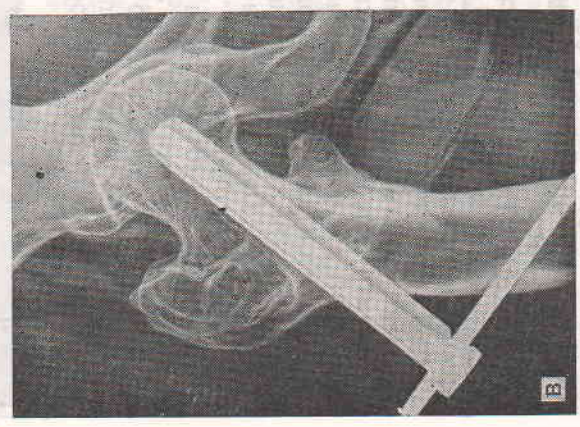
Рентгенограммы больной Т. при поступлении (а), после остеосинтеза (б) и через 3 мес (в) после ЭСО.
